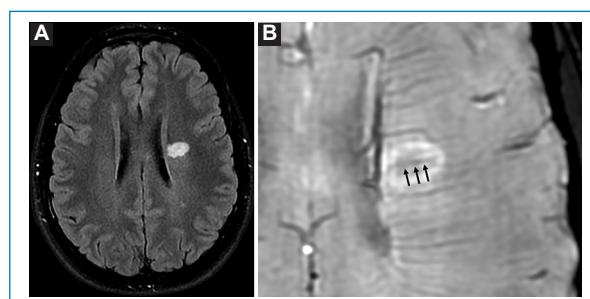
Signo de la vena central en el plano axial (RM 1,5 T). Imagen en el plano axial de secuencia FLAIR (A) que muestra una lesión hiperintensa, ovoide, paraventricular izquierda. En la secuencia SWI (B) se observa una imagen lineal hipointensa (flechas), central, que atraviesa la totalidad de la lesión.
